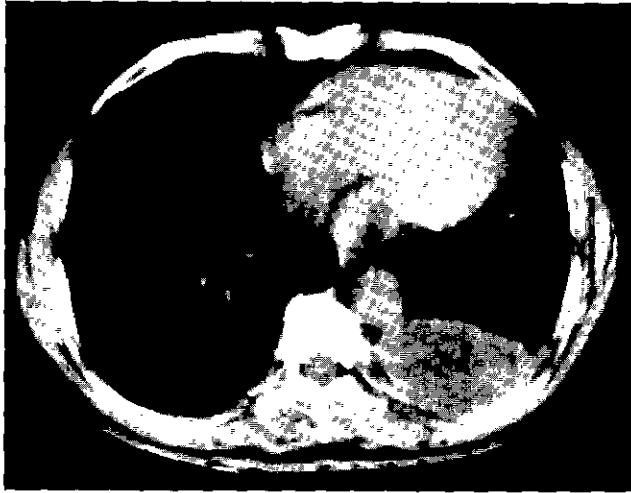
Lentiform pleural thickening with pleural effusion in the left posterior dependent area(Preoperative CT scanning)
